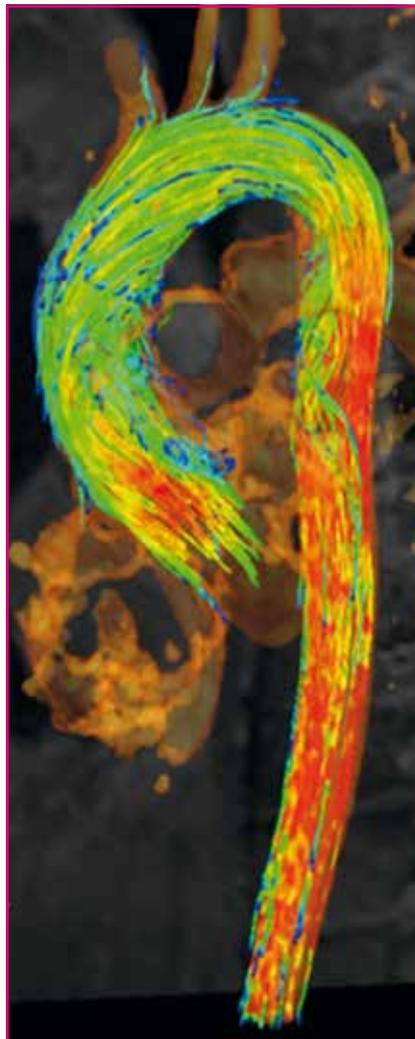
IRM 4D des flux aortiques.
